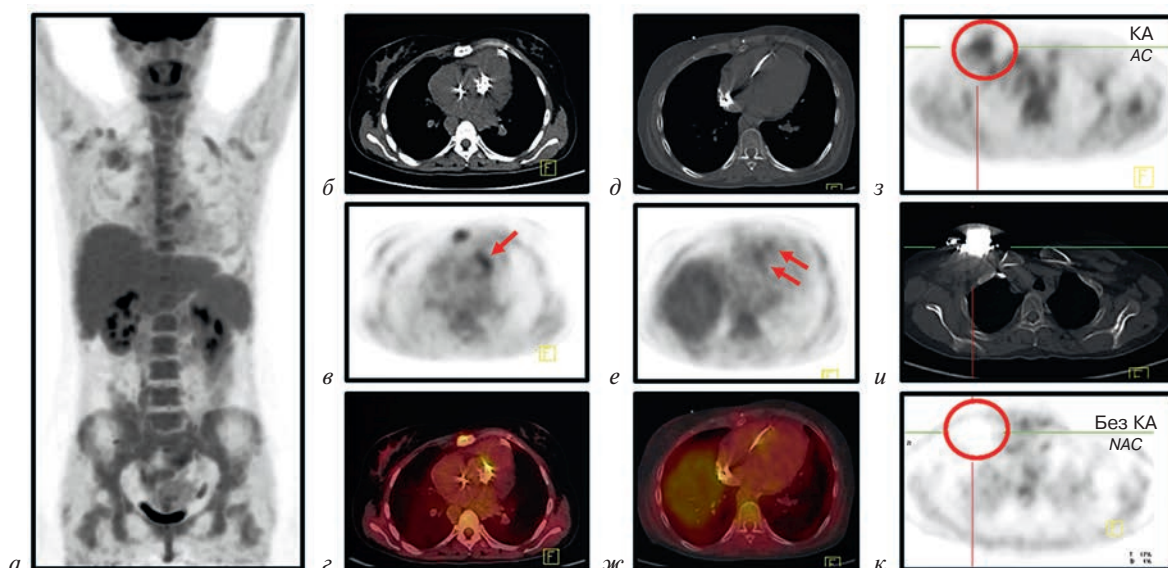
Пациентка Л., 35 лет, ПЭТ/КТ с ^{18}F -ФДГ выполнена на фоне антибактериальной терапии по поводу подозрения на ИЭ ПК: лихорадка неясного генеза в течение 6 мес, отрицательные результаты посевов крови, а также трансторакальной и чреспищеводной ЭхоКГ. В анамнезе состояние после протезирования аортального клапана 9 лет назад, имплантация ЭКС 8 лет назад и его смена 8 мес назад. Патологическое накопление ^{18}F -ФДГ определяется: в зоне протеза аортального клапана (SUV_{max} 3,4; индекс накопления 2,0) (а–г) и по ходу электрода в полости правого желудочка (д–ж). Кроме того, результаты ПЭТ/КТ позволили исключить наличие воспалительного процесса в ложе ЭКС: на изображениях с коррекцией аттенуации (КА) в ложе ЭКС определяется повышенное накопление ^{18}F -ФДГ (з–к), тогда как на изображениях без АК патологического накопления препарата в данной зоне не выявлено – аттенуационный артефакт.
